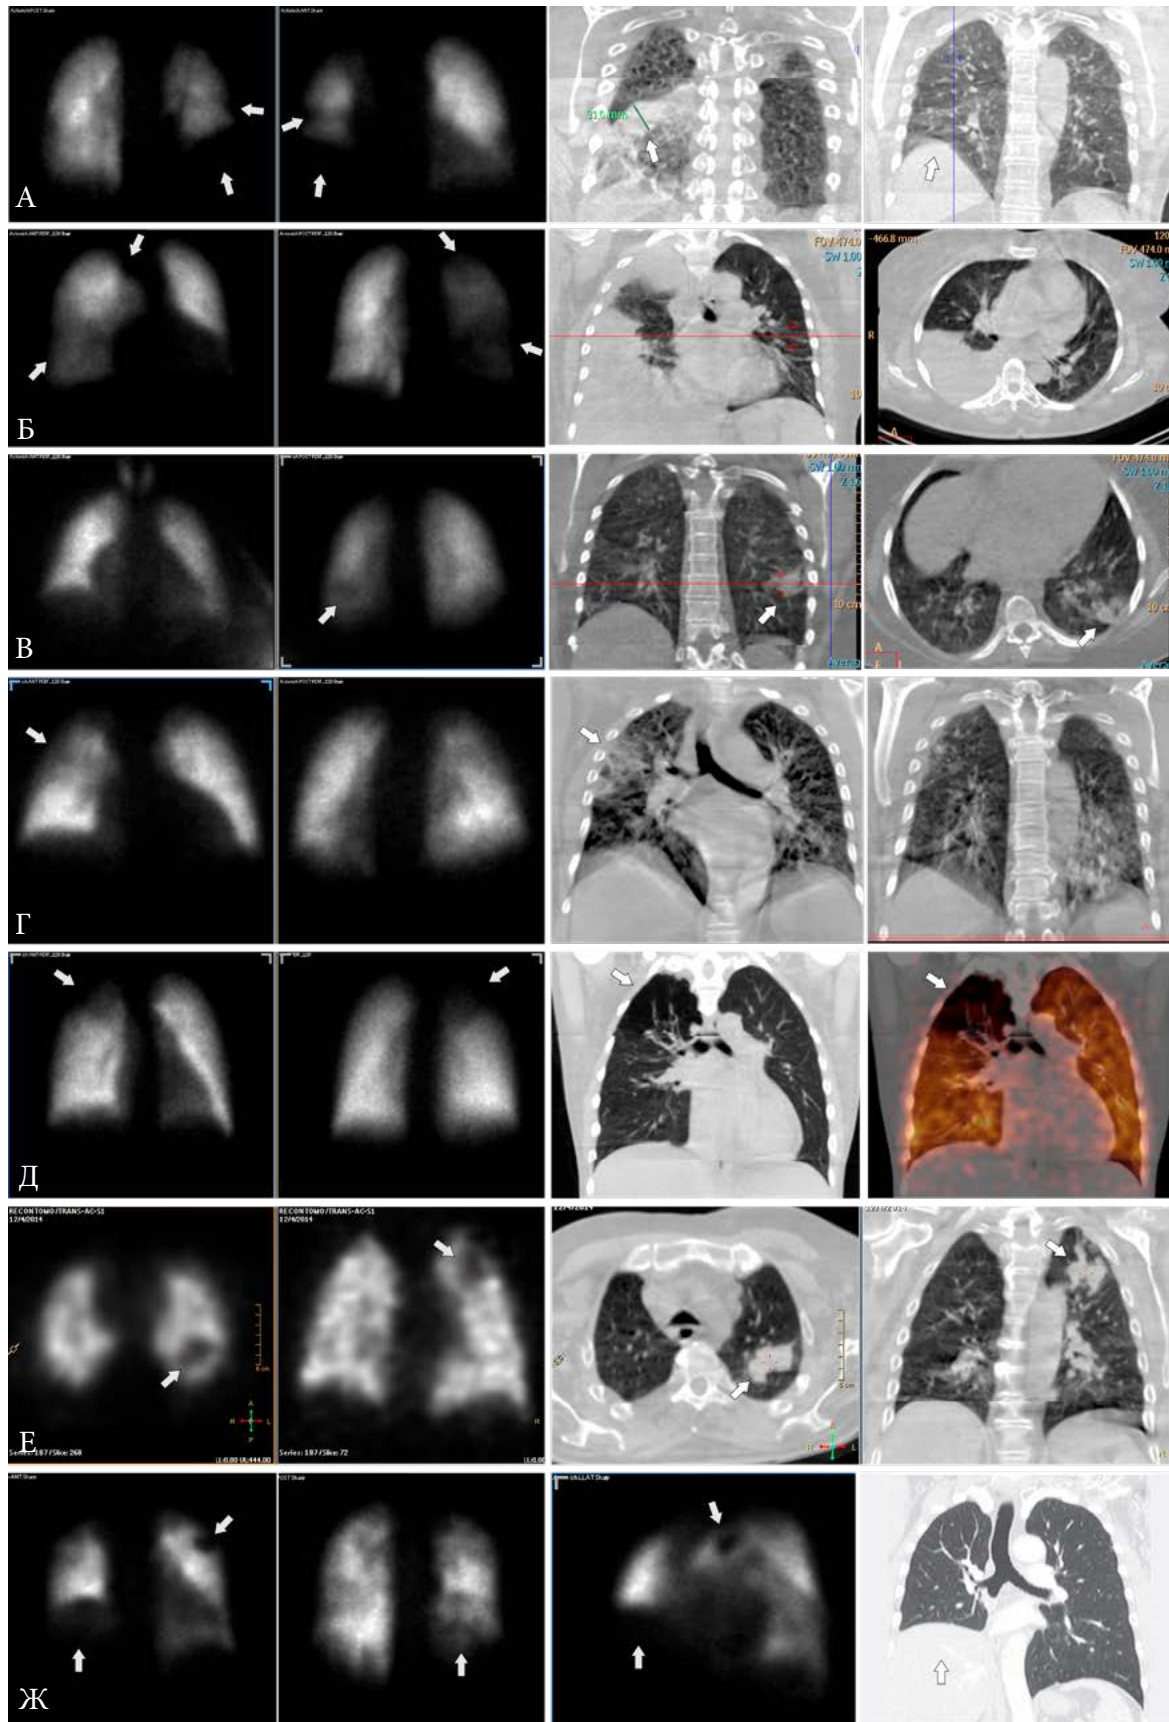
Некоторые случаи сцинтиграфических дефектов перфузии легких (стрелки), имитирующих ТЭЛА, уточненных по данным КТ у пациентов без доказанной значимой тромбоэмболии ЛА. А. Междолевой плеврит, высокое стояние диафрагмы. При этом релаксация диафрагмы, имитирующая ТЭЛА нижней доли, сохраняется через 2 месяца после выздоровления. Б. Плевральный выпот (гидроторакс) справа у пациента с высокой легочной гипертензией и доказанным тромбозом лишь субсегментарных ветвей к 8
